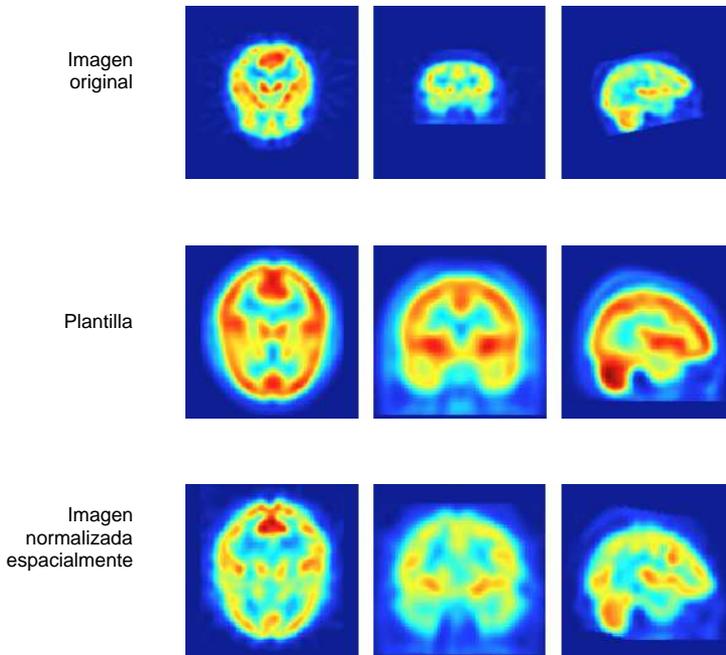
Tres imágenes SPECT. *Columna izquierda:* Imagen original. *Columna central:* Plantilla. *Columna derecha:* Imagen transformada tras el proceso de normalización espacial.
